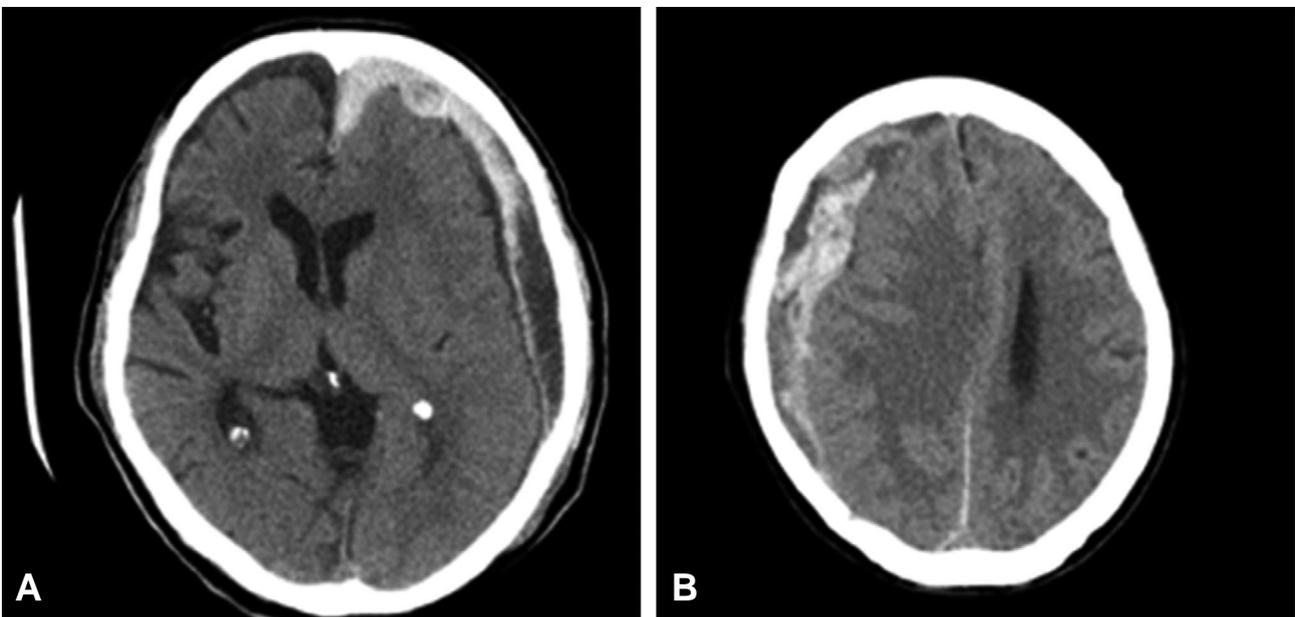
Brain CT scans features of the patients with acute on chronic subdural hematoma.
